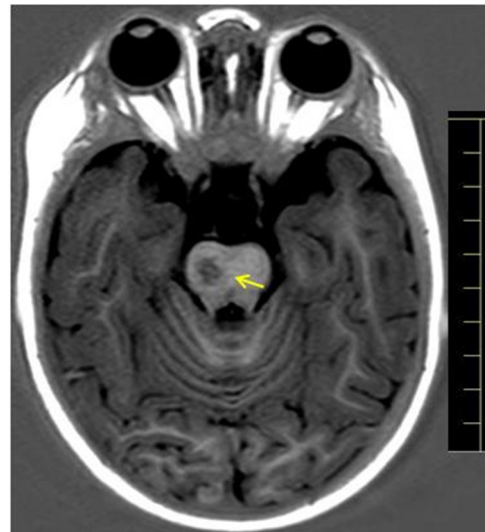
Axial T1/IR-Weighted MRI of the brain showing acute ischemic stroke on the right side of the pons (Arrow)
